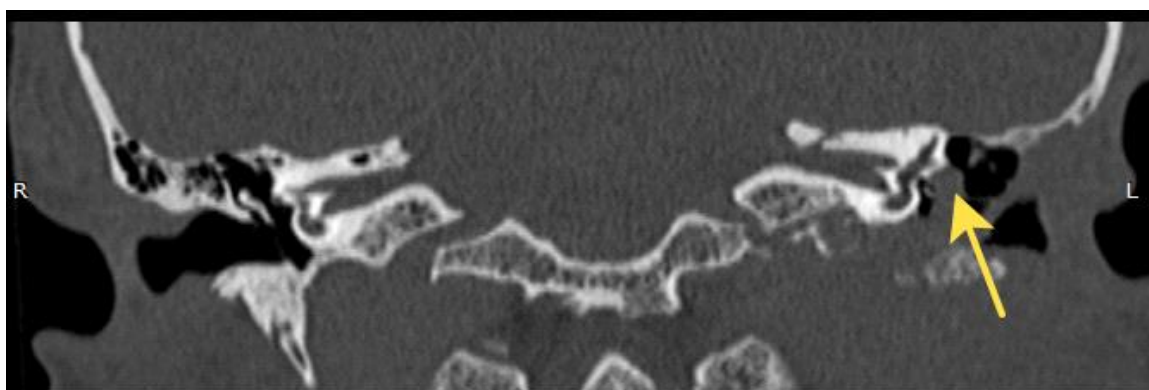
КТ височных костей в коронарной проекции. На уровне яремной ямки определяется мягкотканый компонент частично заполняющий барабанную полость, выявлено наличие деструкции костных стенок гипотипанума (указано стрелкой).
